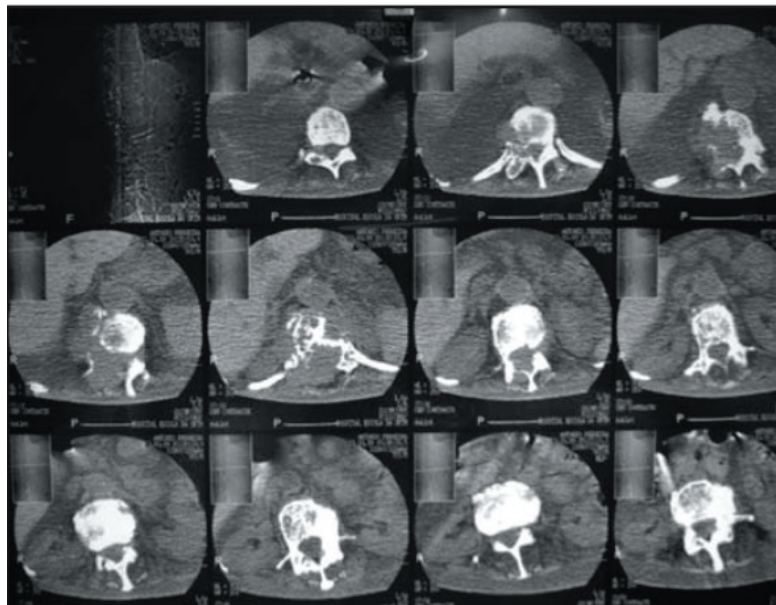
Tomografia computadorizada de coluna torácica evidenciando lesões osteolíticas de limites mal definidos.
